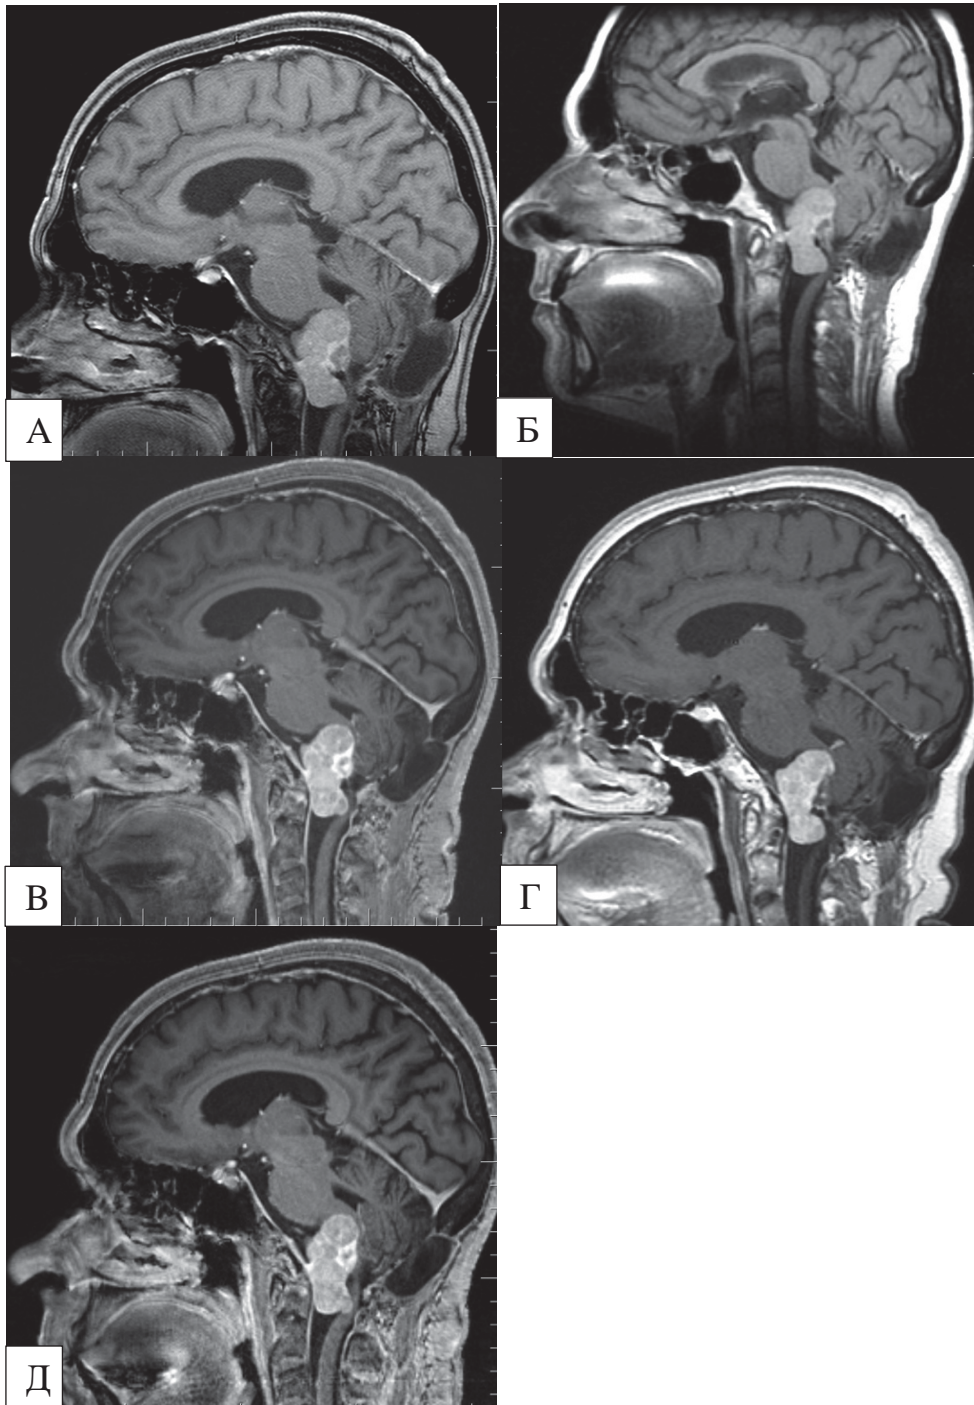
Контроль МРТ головного мозга после проведенного лучевого лечения, признаков продолженного роста не отмечается: А – через 9 месяцев; Б – через 3 года; В – через 5 лет; Г – через 9 лет; Д – через 12 лет.
